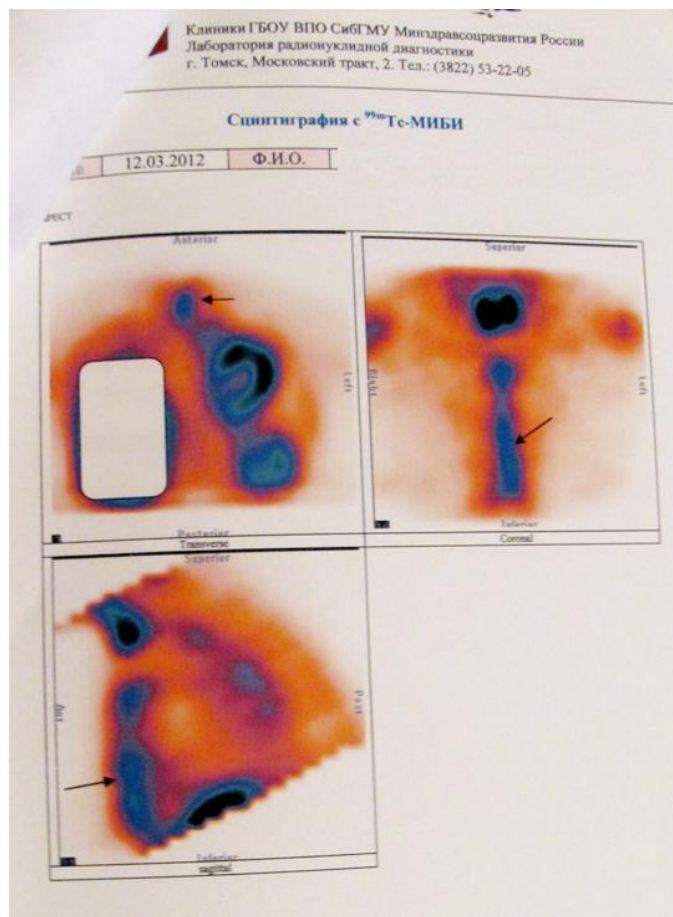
Больная С, 62 лет. Сцинтиграфия через 1 месяц после операции бимаммарного шунтирования, послеоперационный стерномедиастинит. Сцинтиграфическая картина воспалительного процесса в грудине и окружающих мягких тканях с незначительным распространением на средостение
